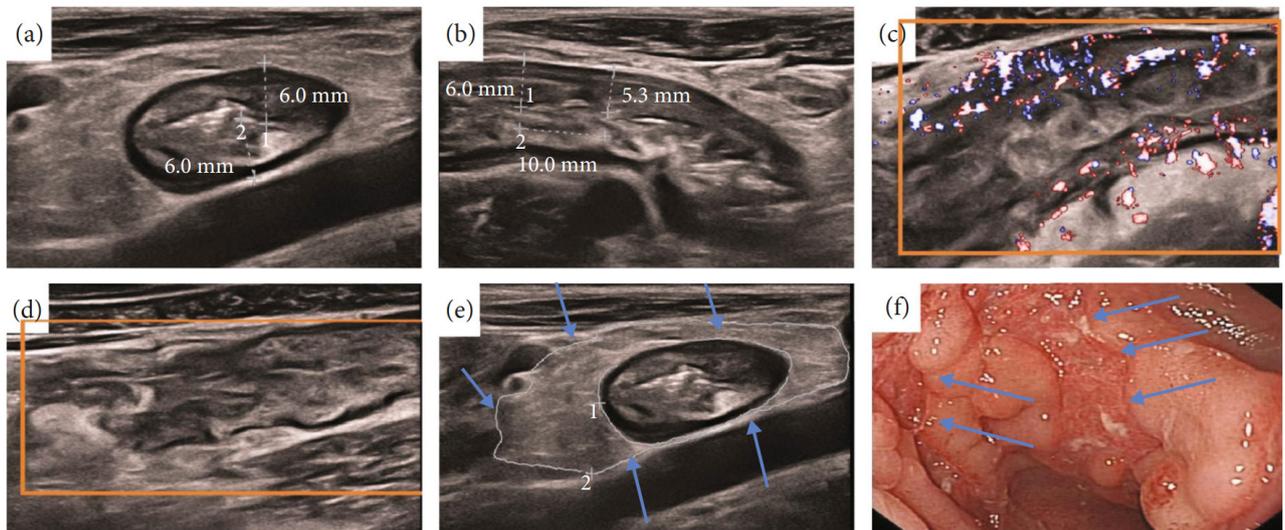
크론병 환자의 장초음파 소견. (a, b) 장벽 두께의 증가 (c) 색도플러 혈류 증가 (d) 장벽층 구조 소실 (e) 장간막 지방 증식 소견 (adapted from Fang H et al., Gastroenterol Res Pract, 2023)
